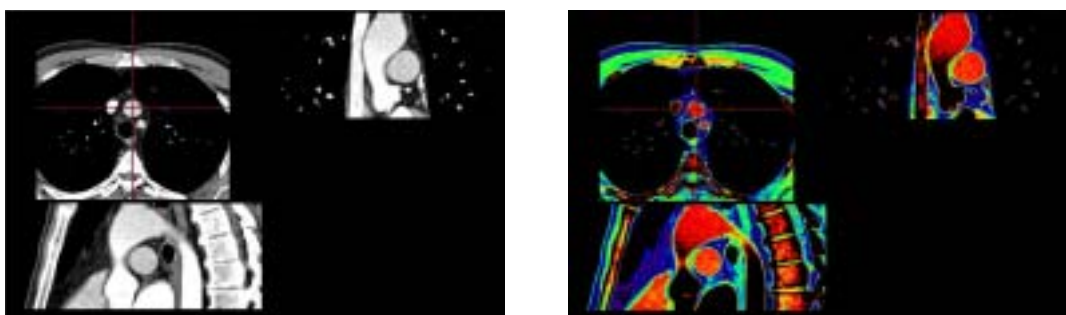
心脏 CTA 图像的 MPR 图像及其伪彩色显示
